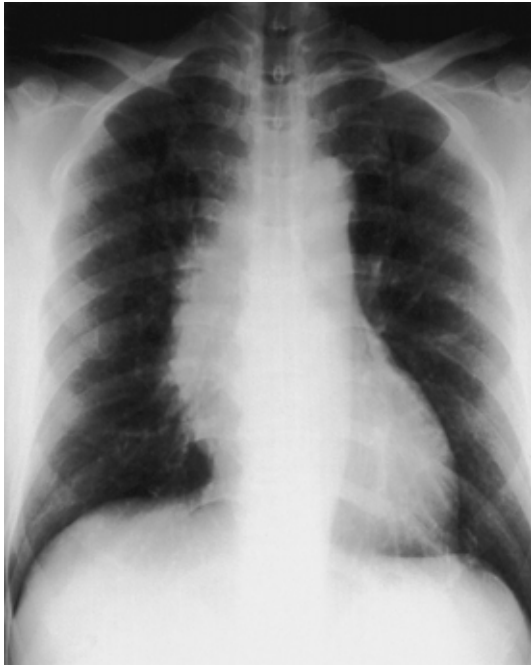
Chest X-ray film on admission showing a large mass shadow in the right hilum.
